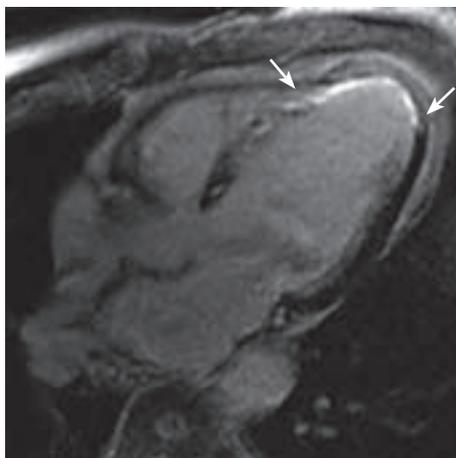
b: Herz-MRT: Kontrastmittelaufnahme im Herzinfarkt (late enhancement) – lange Herzachse.
